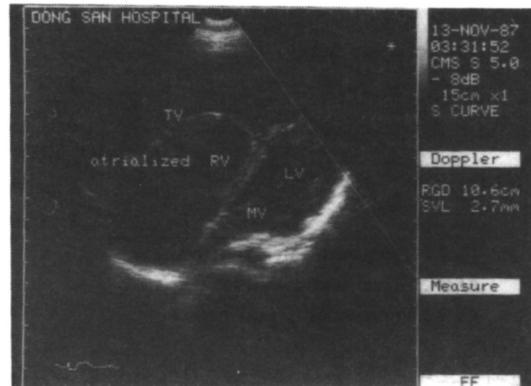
Echocardiogram : The apical four chamber view revealed displaced tricuspid valve & atrialized right ventricle.
